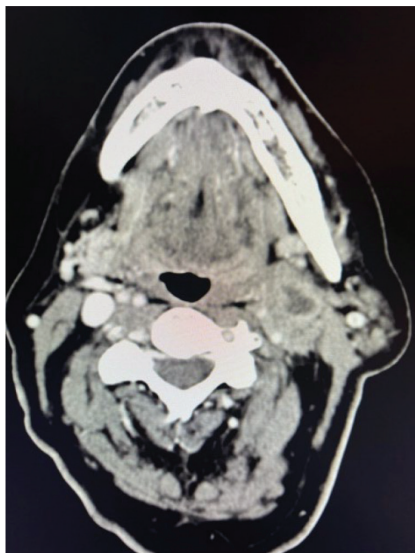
TC. tumor necrótica espacio parafaríngeo izquierdo
